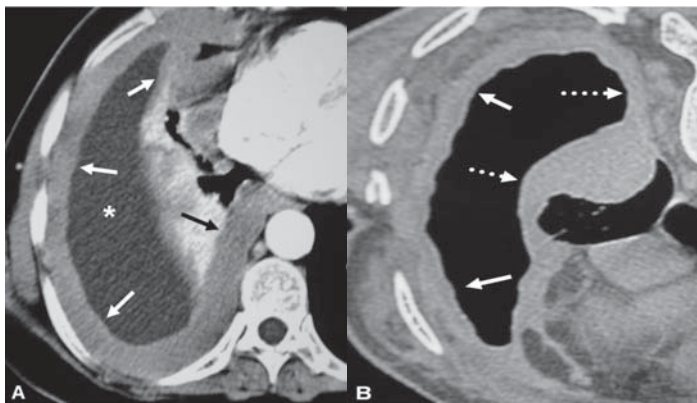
Mesotelioma pleural relacionado ao asbesto. A) Tomografia computadorizada demonstrando derrame pleural direito (asterisco), associado a espessamento pleural difuso (setas) com extensão para a pleura mediastinal; B) Espessamento pleural difuso (setas) com sinais de encarceramento pulmonar e acometimento da pleura mediastinal (setas tracejadas)
